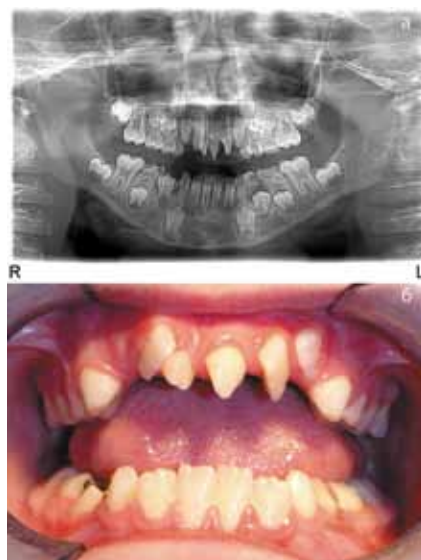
Фото пациента, 7 лет, со сверхкомплектным зубообразованием (два сверхкомплектных зуба между центральными верхними резцами повернутыми вокруг продольной оси до 45°) на фронтальном участке верхней челюсти: а — ортопантомограмма, б — полость рта
